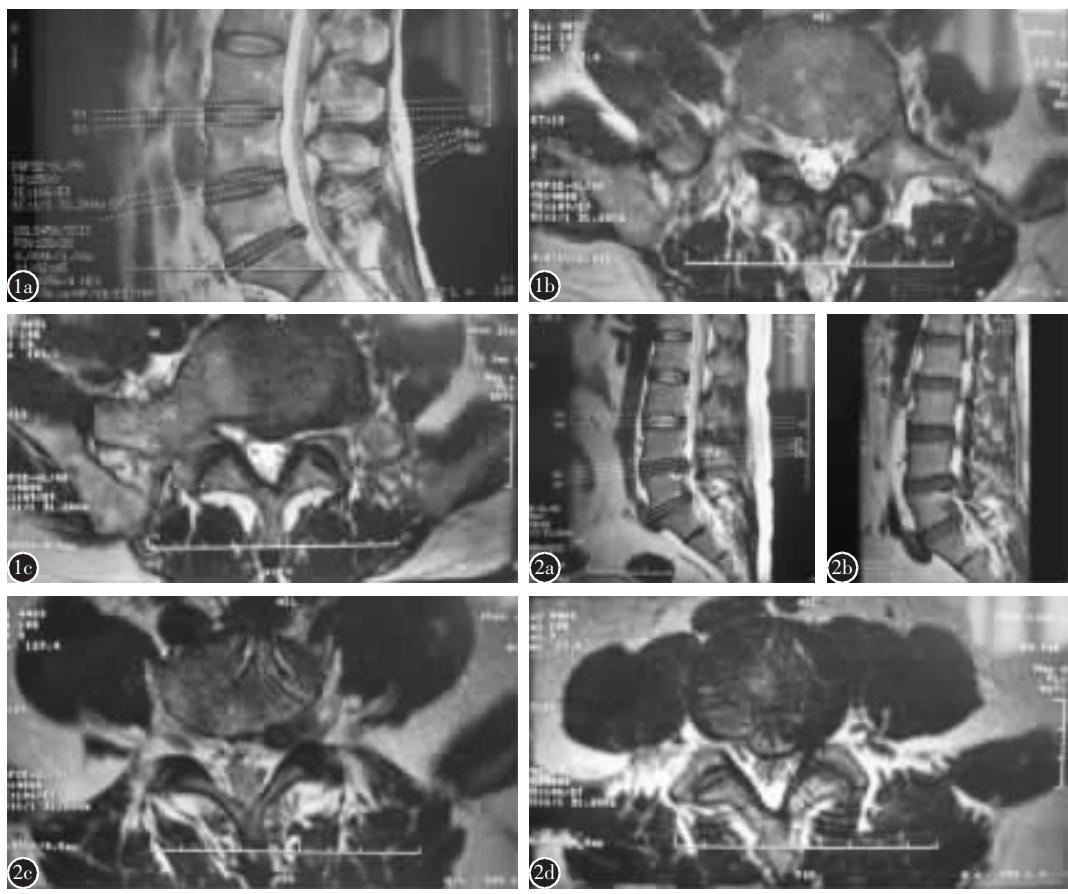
患者男,62岁 a MRI矢状位示L5/S1椎间盘后外侧突出 b MRI横断位L5椎体下缘扫描层面示L5/S1椎间盘极外侧突出,压迫L5神经根 c MRI横断位椎间隙扫描层面示L5/S1椎间盘后外侧突出,压迫S1神经根 d MRI矢状位示L5/S1椎间盘极外侧突出 e MRI横断位L5椎体下缘扫描层面示L5/S1椎间盘极外侧突出,压迫L5神经根起始部 f MRI横断位L4/5椎间隙扫描层面示L4/5椎间盘后外侧突出,压迫L5神经根起始部
